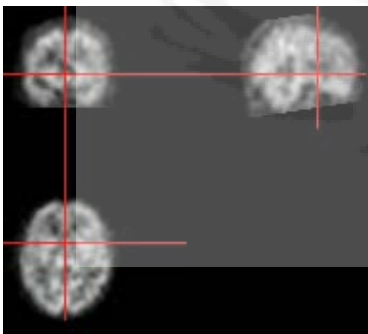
A SPECT sample in x-y-z coordinates. Up-left: coronal view or x-z plane; down-left: transverse view or x-y plane; and up-right: sagittal view or y-z plane.
